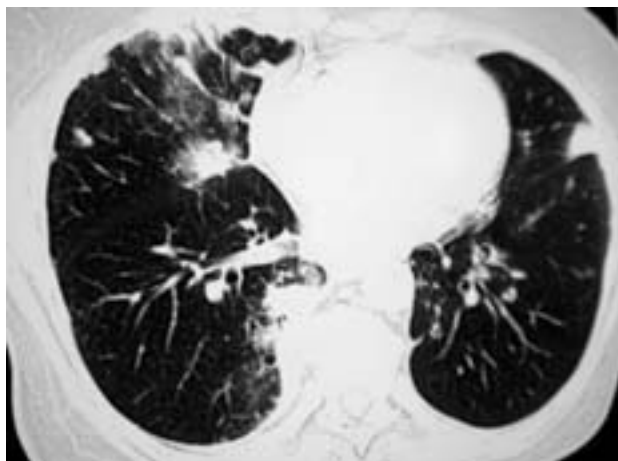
Фрагменты КТ органов грудной клетки пациентки от 13.01.2011 г. – дальнейшее нарастание изменений в легких.
